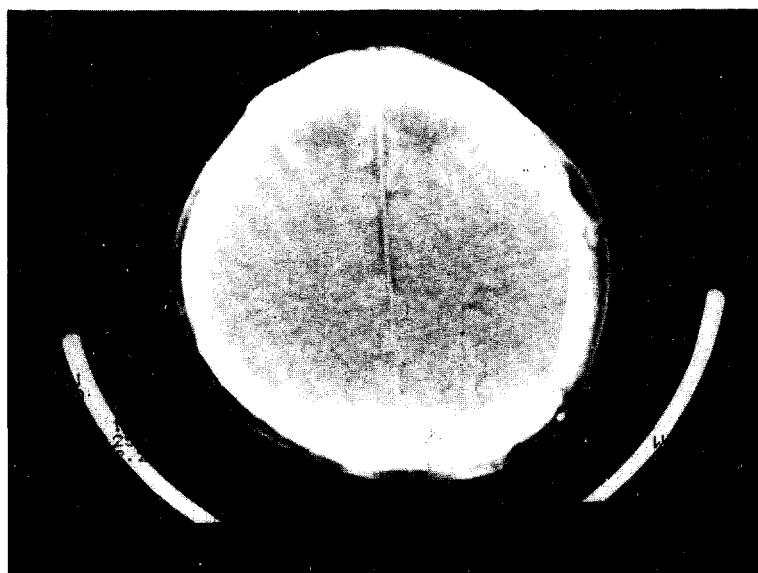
Brain computerized tomographic findings : Well defined wege shaped low density in both upper frontal lobe is seen symmetrically.
